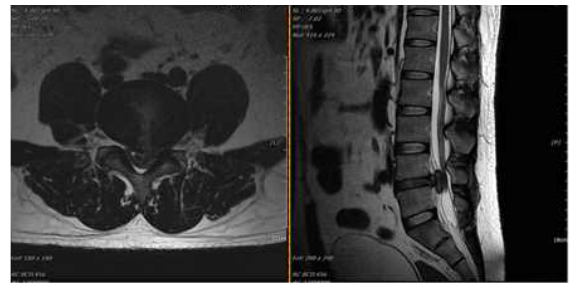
L-Spine MRI (T2 only) (19.07.15) (axial view, sagittal view). 기침으로 악화된 직후 MRI 영상.
